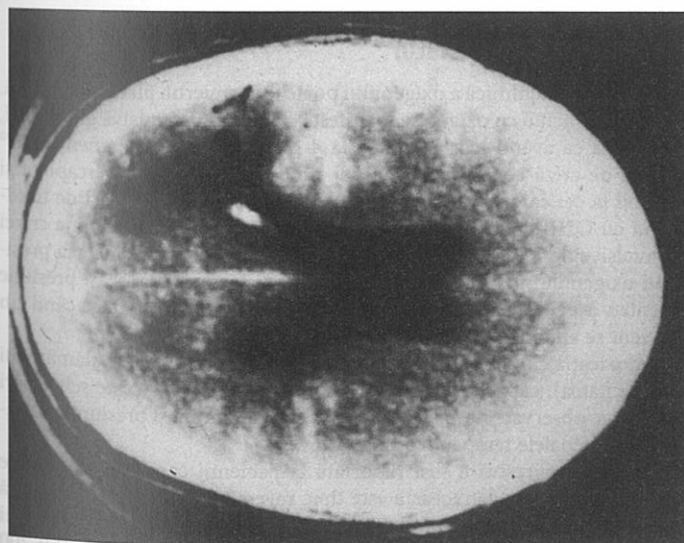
CT cranian demonstrând prezența aerului în vasele cerebrale înaintea tratamentului hiperbar (stânga) și eradicarea după tratament (dreapta).
